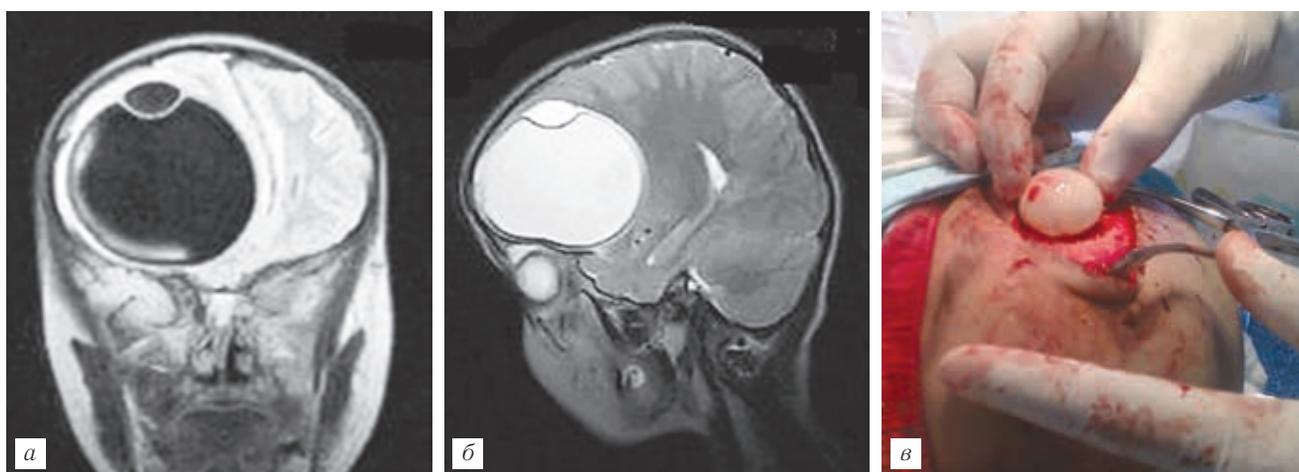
Девочка 5 лет. Хорошо визуализируется фиброзная оболочка эхинококковой кисты в режиме. МРТ: T1-ВИ в корональной плоскости (*а*); T2-ВИ в сагиттальной плоскости (*б*); *в* — момент операции (фото предоставлено к. м. н. Б. Карачевым).
